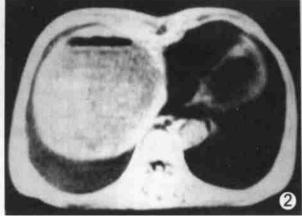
平片显示典型右侧胸腔大量积液 图 2、3 MR显示右膈下脓肿
